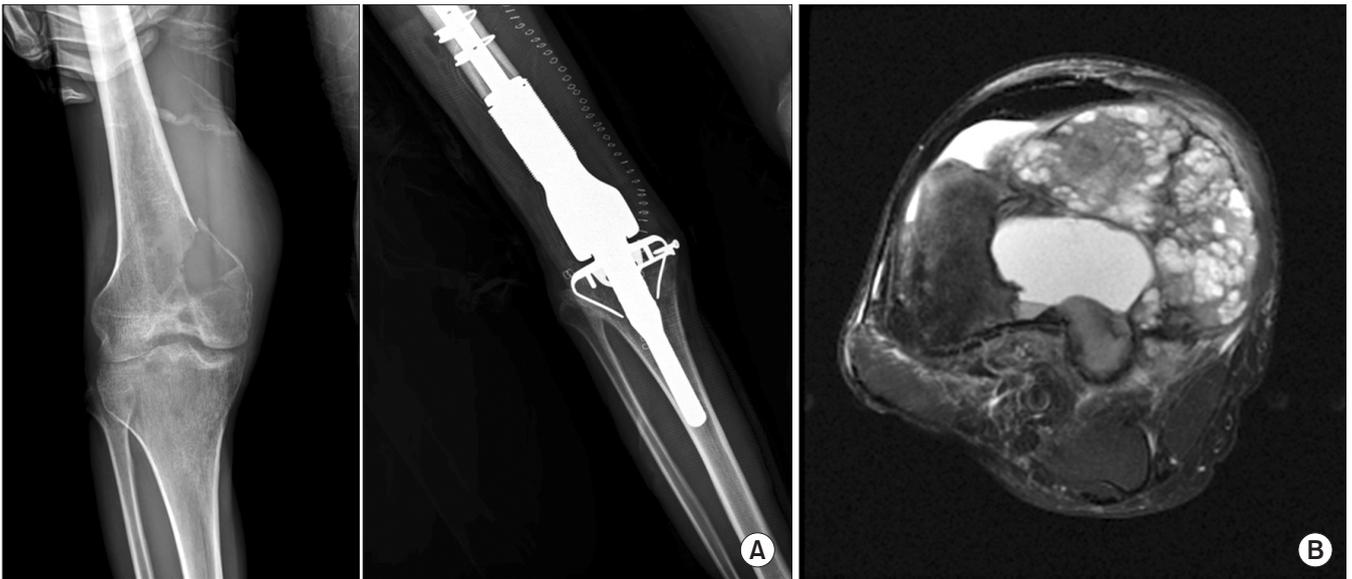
(A) Preoperative and postoperative radiographs of giant cell tumor of distal femur with pathological fracture. Wide excision and reconstruction with tumor prosthesis was done. (B) Magnetic resonance image of giant cell tumor of the distal femur with a pathological fracture and aneurysmal bone cyst, showing multiple septa and fluid-fluid level.
